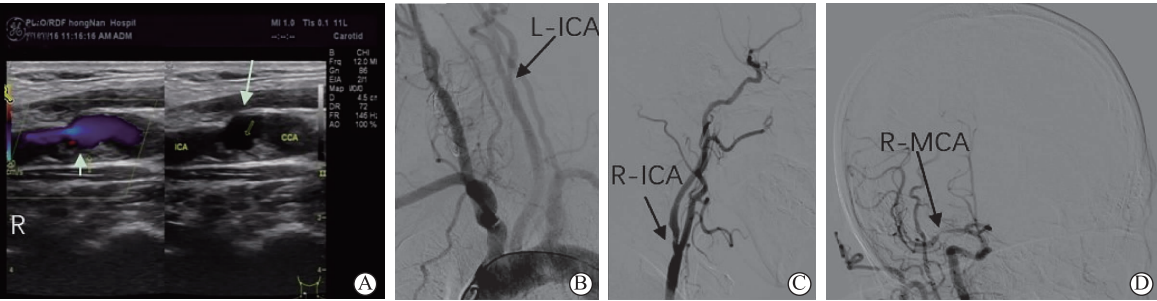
A 为颈动脉超声提示右侧颈内动脉起始段管腔狭窄;B 为 DSA 示左侧颈内动脉起始部充盈缺损;C 为 DSA 示右侧颈内动脉起始部充盈缺损;D 为 DSA 示右侧大脑中动脉 M1 段局限性狭窄
